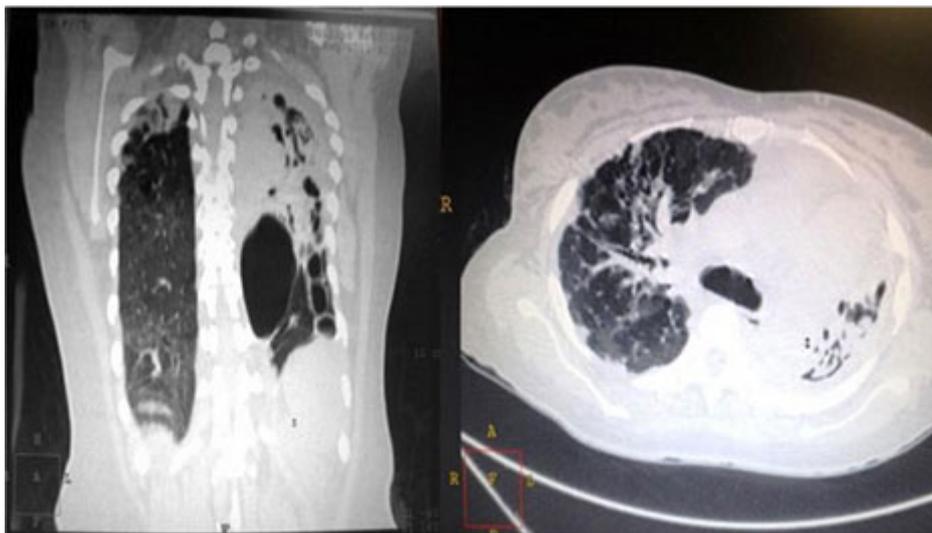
Tomografía del tórax
